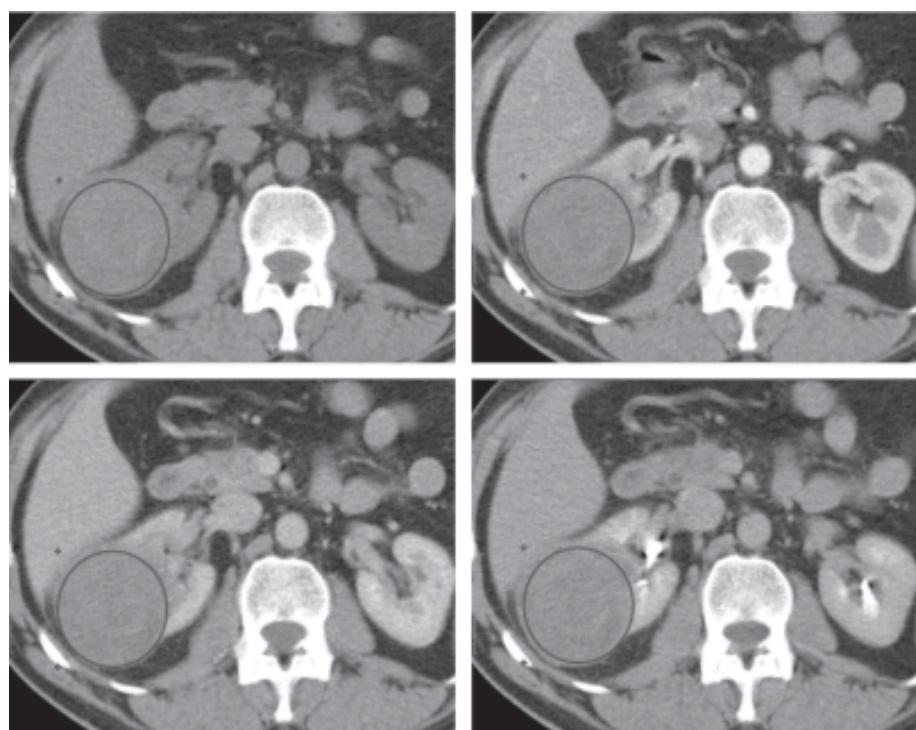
Дані мультифазної КТ хворого С., 56 р., осьова проекція, онкоцитома заднього сегмента правої нирки 6,69x6,34x5,56, ОЗ над пухлиною. А: преконтрастне зображення, С=39,34 HU; Б: кортико-медуллярна фаза, С=102,23 HU; В: нефрографічна фаза, С=97,45 HU; Г: екскреторна фаза, С=69,46 HU
